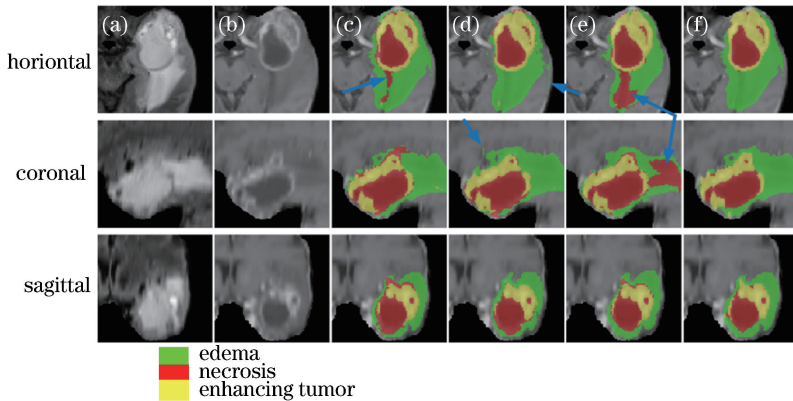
融合前后分割结果的定性对比。(a) FLAIR 图像;(b) T1ce 图像;(c)水平向;(d)冠向;(e)矢向;(e)融合结果
